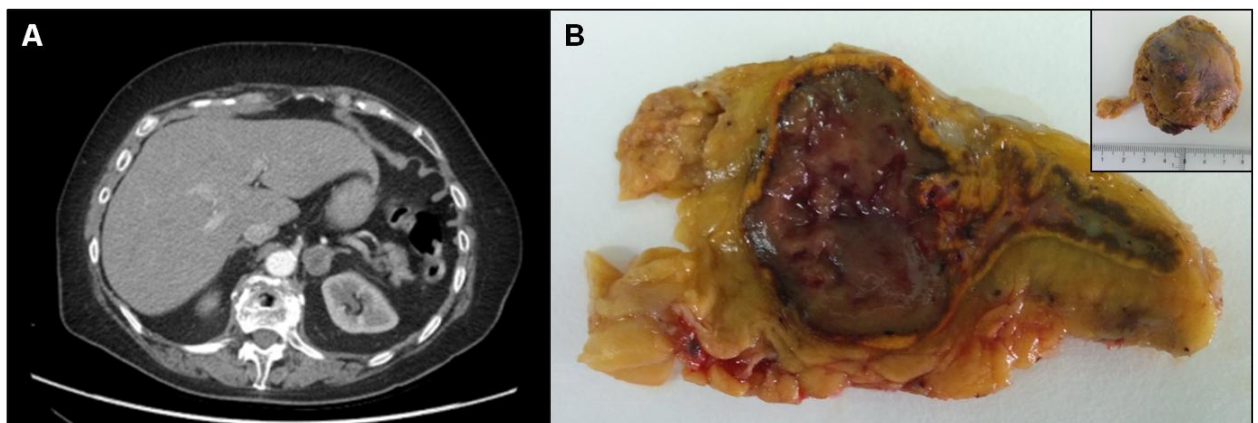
Carcinoma suprarenal. A: Imagen de TAC que muestra corte transversal abdominal de la tumoración en la suprarenal izquierda con un diámetro máximo de 23 mm. B: Sección transversal de la pieza quirúrgica con un diámetro máximo de 25 mm, que muestra aspecto heterogéneo con áreas de hemorragia y necrosis. La imagen pequeña muestra el aspecto externo de la pieza quirúrgica.
